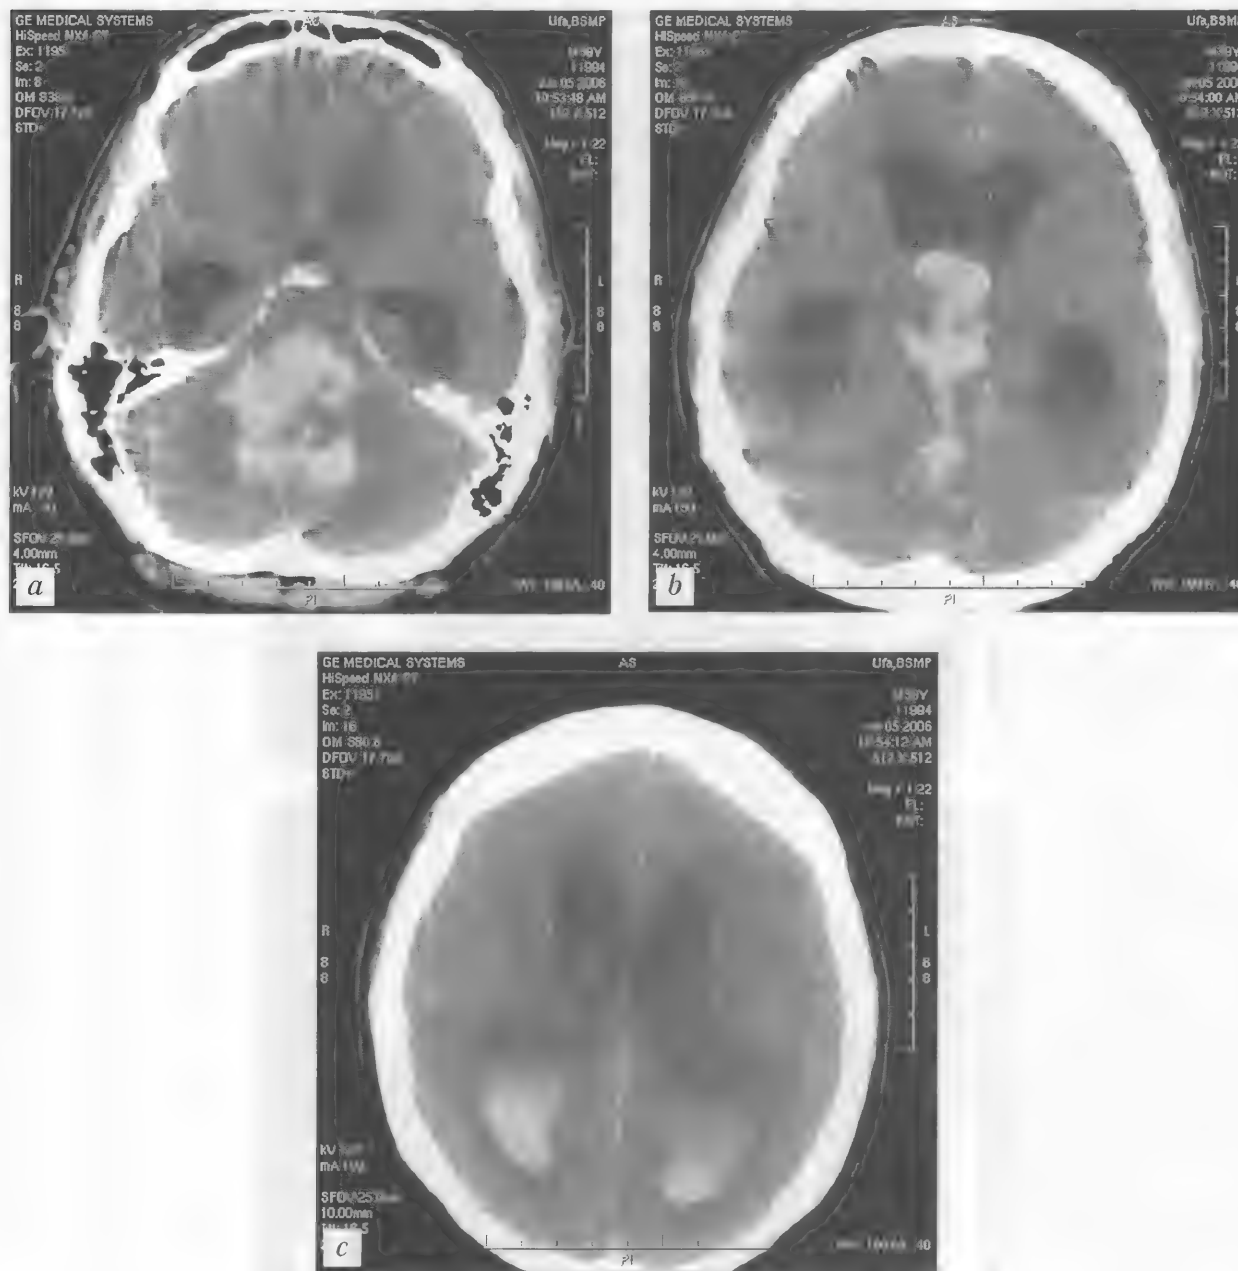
Больной И., 39 лет. Гипертензивное паренхиматозно-вентрикулярное кровоизлияние с формированием гематомы в области моста мозга и червя мозжечка. Тампонада III и IV желудочков мозга. Диффузный отек мозга. КТ — а—с
